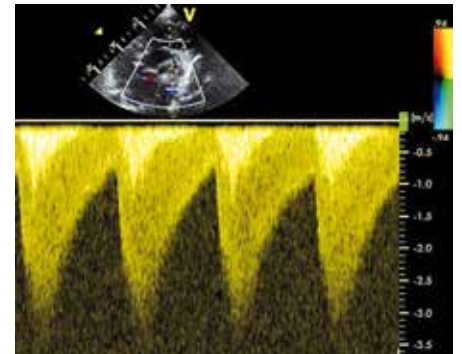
CW-Doppler (profil de flux en dent de scie)
